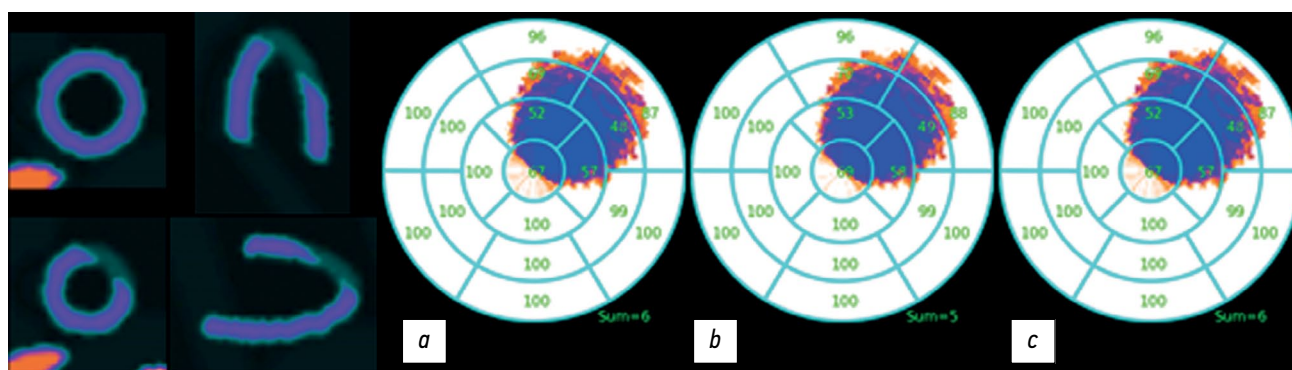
Эталонные полярные карты перфузии левого желудочка с ишемическим поражением. Значения показателя Summed Rest Score (SRS): *a* — $S_{\max}=6$; *b* — $S_{90}=5$; *c* — $S_{\text{norm}}=6$.
